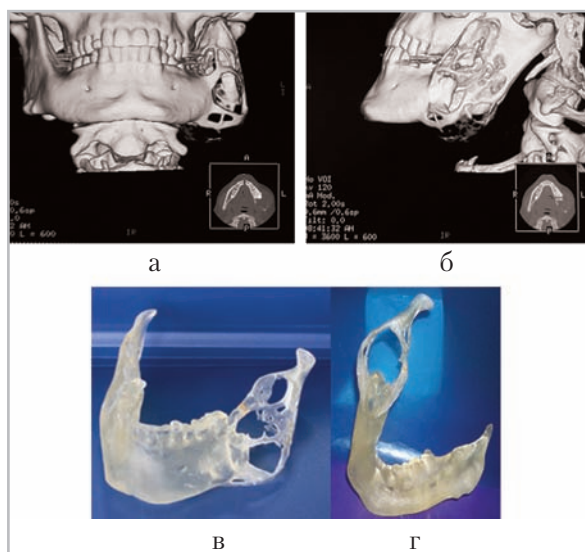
Компьютерные томограммы нижней челюсти с 3D-реконструкцией изображений: а, б — фронтальная и сагитальная проекции; в, г — стереолитографические модели, выполненные на основании данных МСКТ больного Т. до операции
